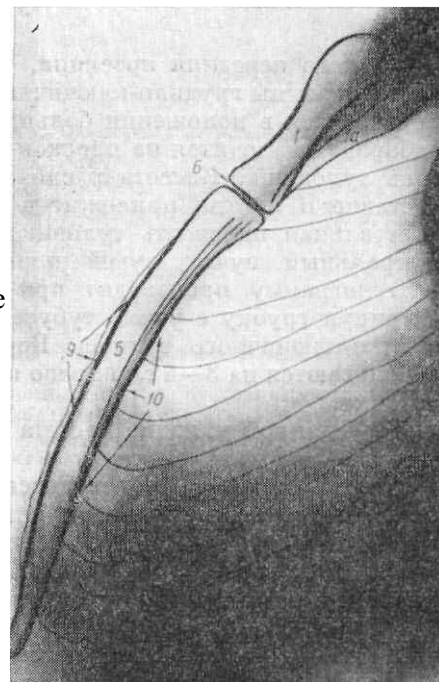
Рентгенограмма грудины в боковой проекции.
